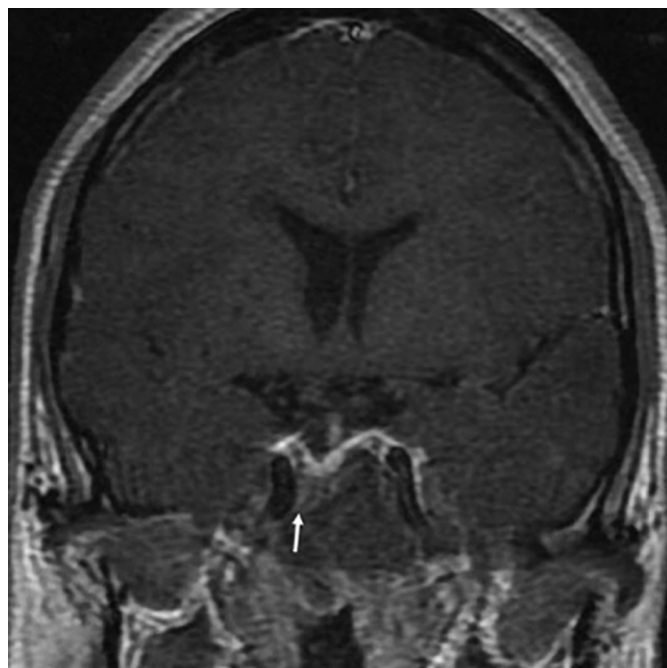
Пациентка М. МРТ головного мозга. Микроаденома гипофиза с пара-инфраселлярным распространением.
